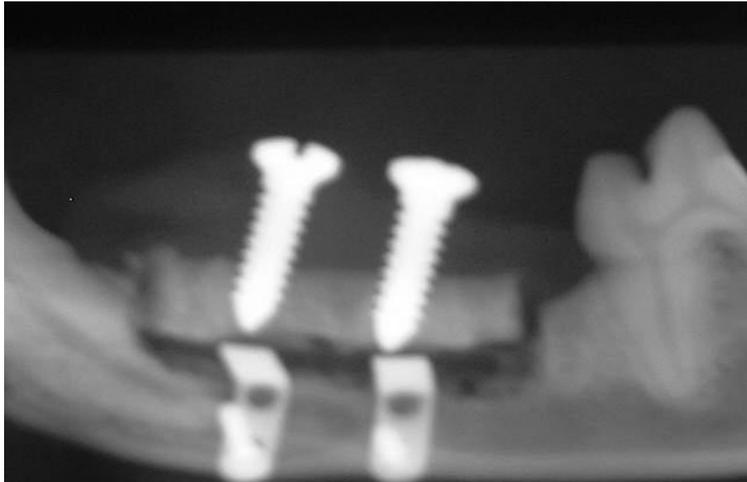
Radiografía lateral durante la distracción osteogénica
